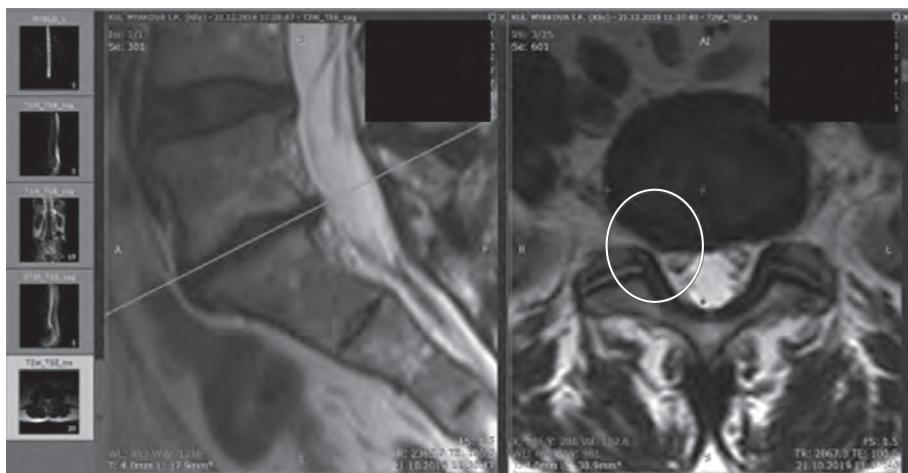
МРТ-картина пациента Д., 61 год, до лечения
